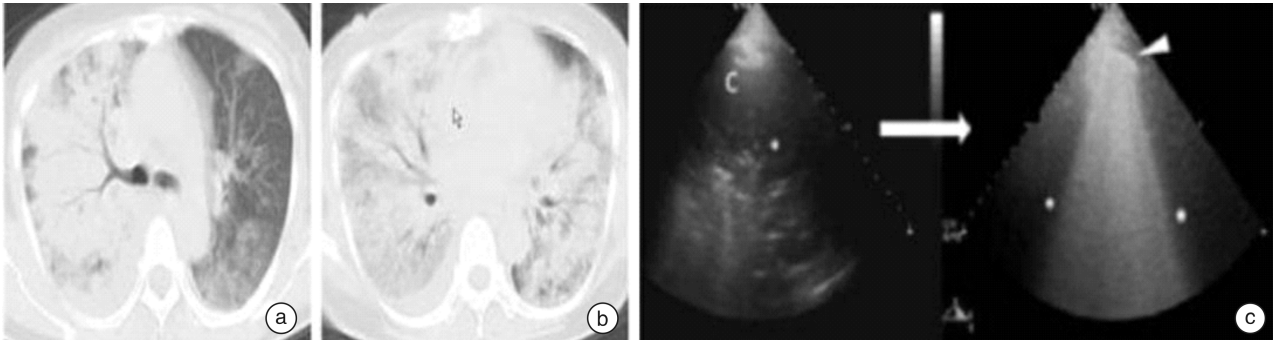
3b 两次 CT 对比可见肺实变有加重, 而肺部超声显示肺区出现多条毗邻 b 线, 表明实变区内气体的渗入。
